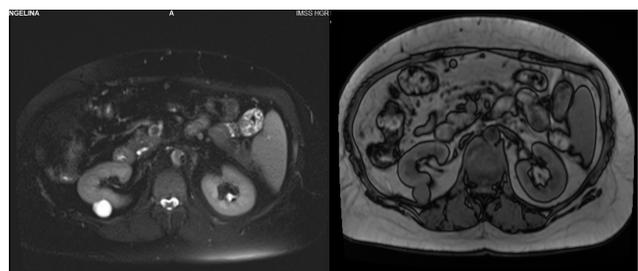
estudio de resonancia magnetica simple en T2 con imagenes hiperintensas de aspecto nodular en glandula suprarrenal derecha de 4 x 2.7 x 3.7cm
